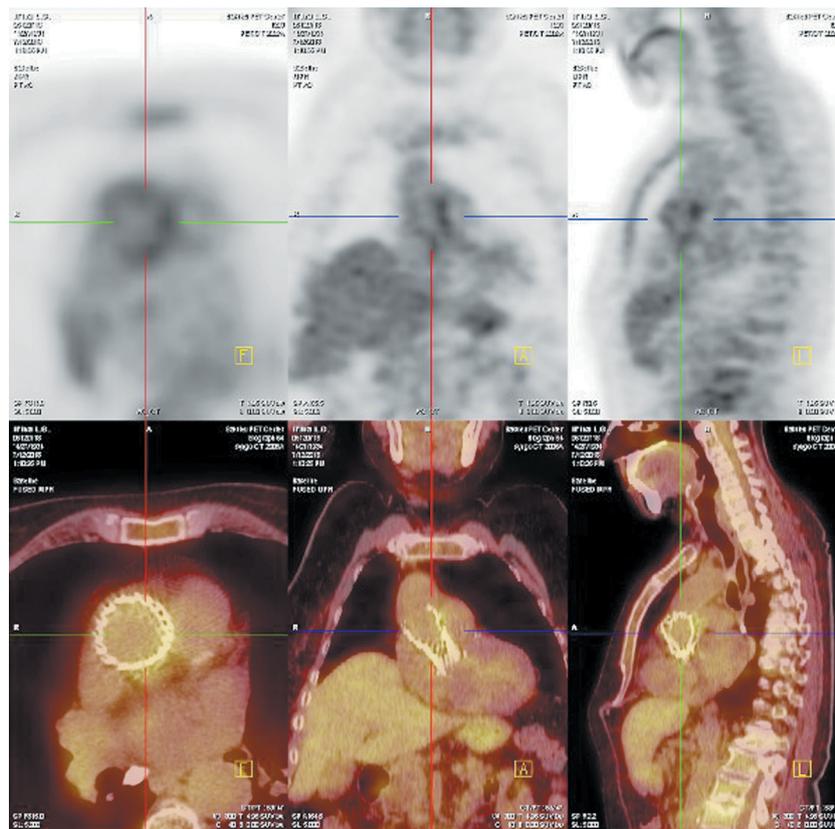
ПЭТ КТ с 18 фтордезоксиглюкозой, патологический гиперметаболизм в проекции аортального биопротеза
